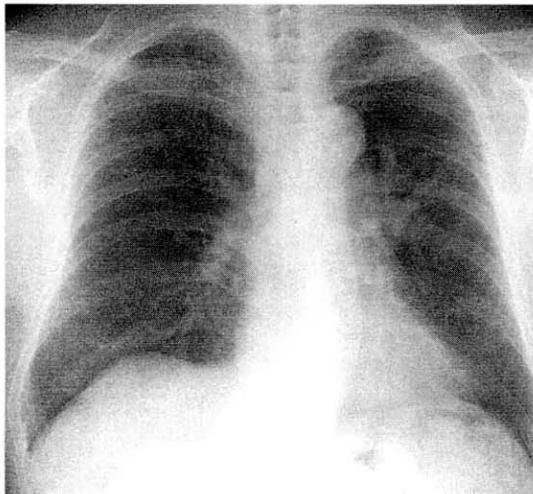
Roentgenogram of chest showing dilated tubular branching opacities in left upper lobe radiating from the hilum.
